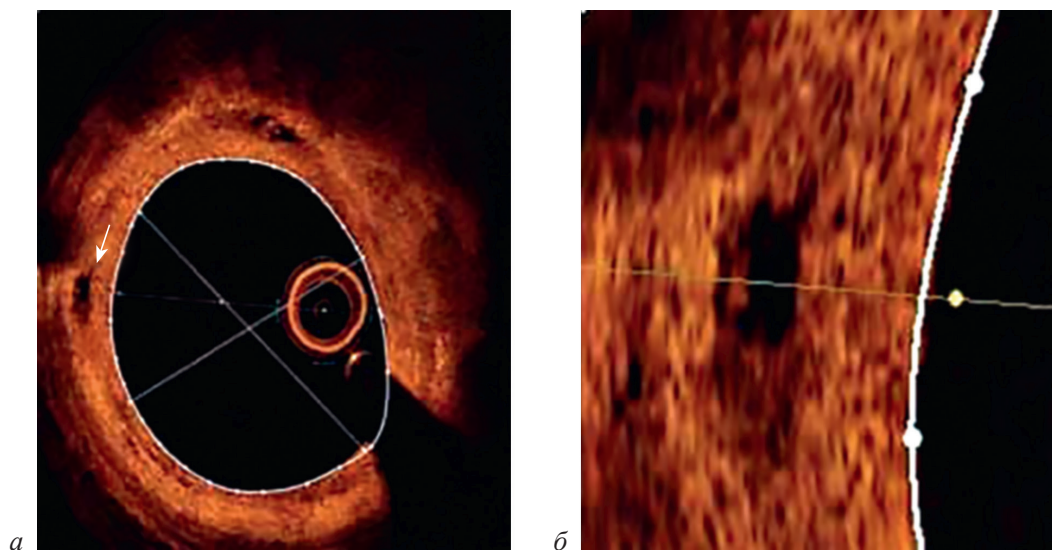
Оптическая когерентная томография КА спустя 120 мес после имплантации биорезорбируемого каркаса:
